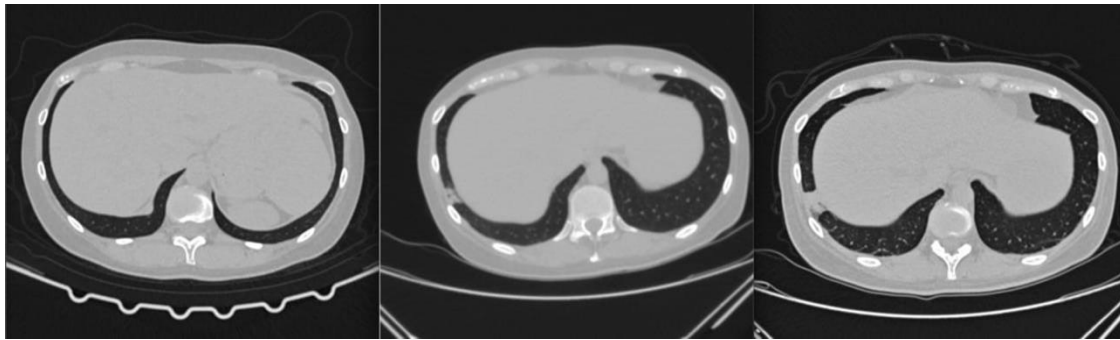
КТ ОГК от 25.09.21, 26.10.21, 06.11.21. Отрицательная динамика интерстициальной пневмонии, появление ателектаза справа
